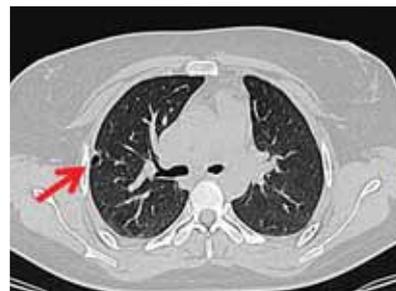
Computerized chest tomography dated 25.10.16. Cyst formation of the upper right lung lobe
